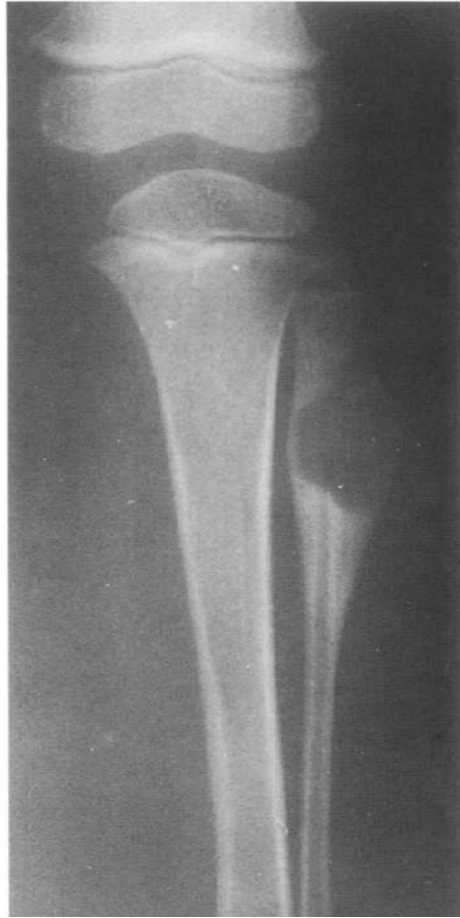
Radiographie d'un fibrome chondromyxoïde de la Fibula proximale qui a produit une boiterie chez une fillette de 3 ans (un des plus jeunes cas de la littérature, rapporté dans la série de Zillmer et Dorfman). Huit mois après le curetage, cette lésion est réapparue et a été traitée par résection en bloc⁽³⁸⁾.
